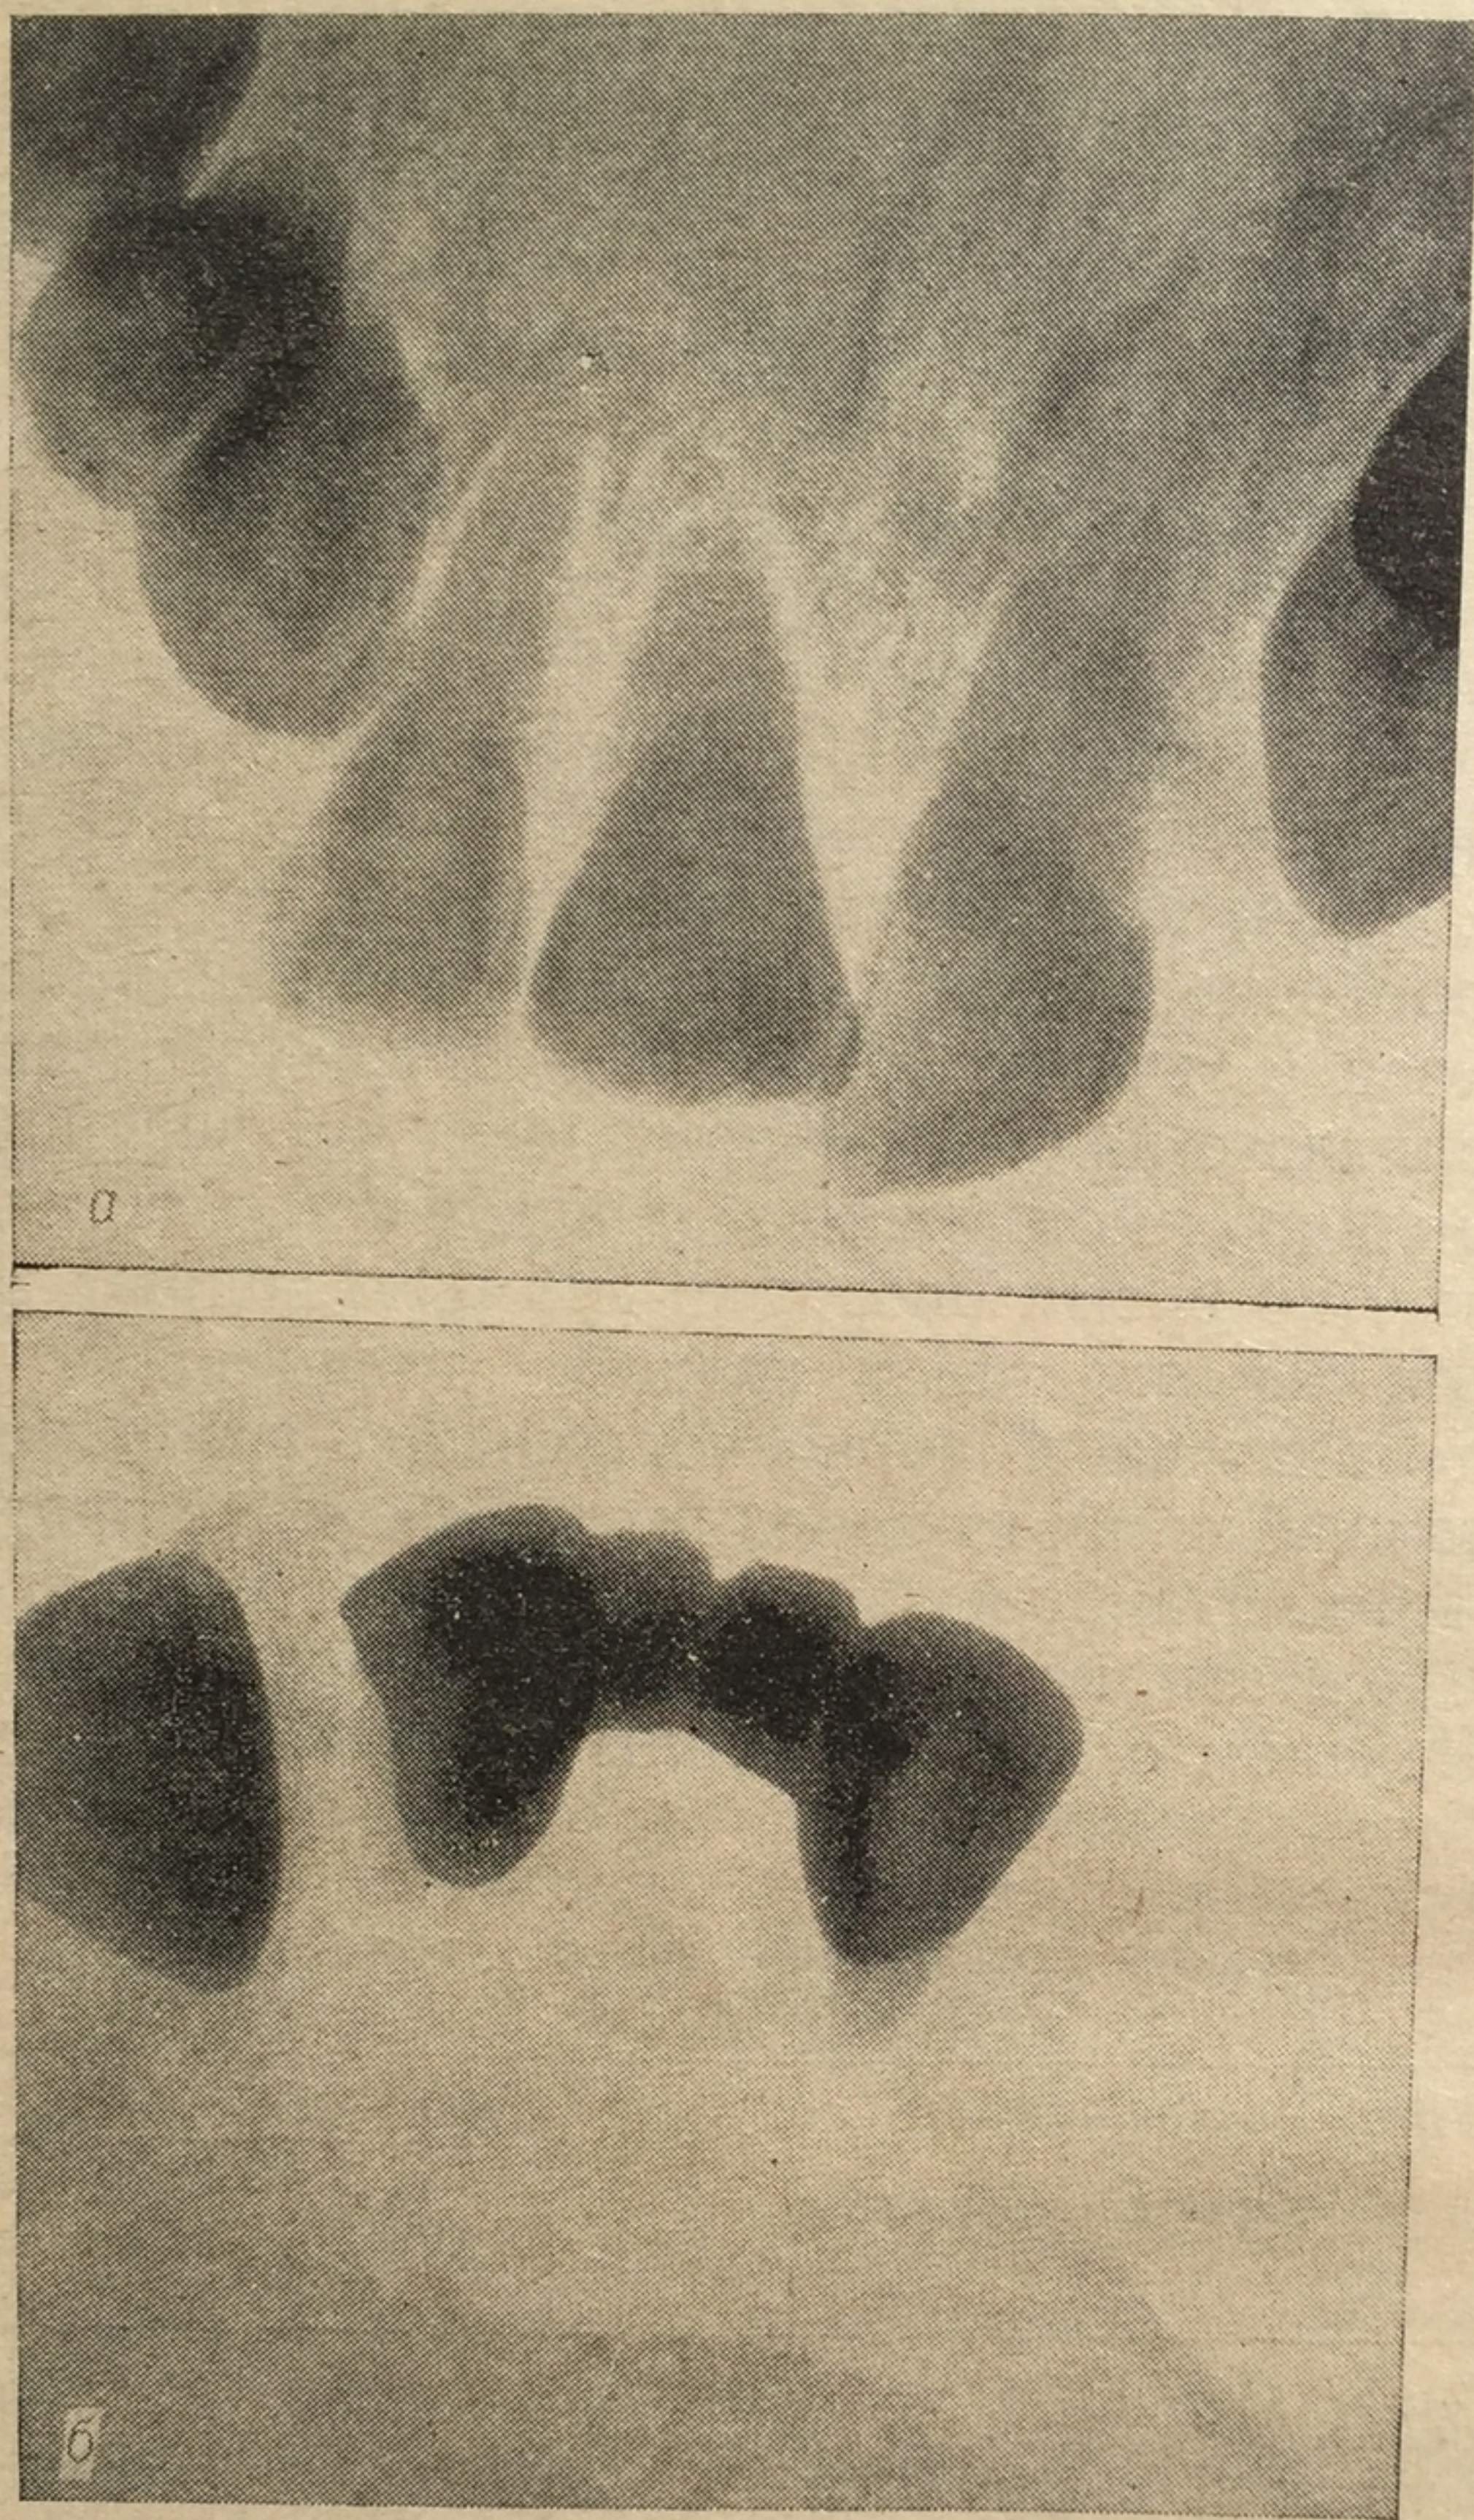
Вывихи зубов. Отпечатки с внутриротовых рентгенограмм.
